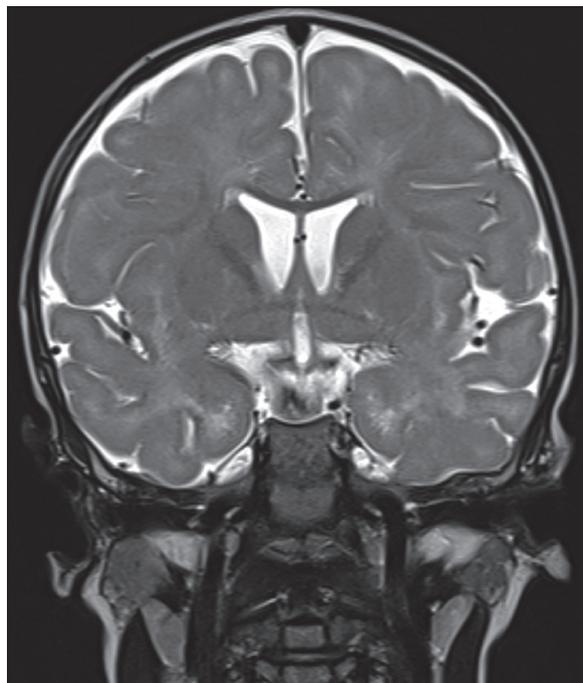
RM cerebral, corte coronal, secuencia T2. Hiperintensidad de la sustancia blanca fundamentalmente subcortical y de fibras en "U", compatible con hipomielinización. El cuerpo caloso se encuentra correctamente mielinizado.
